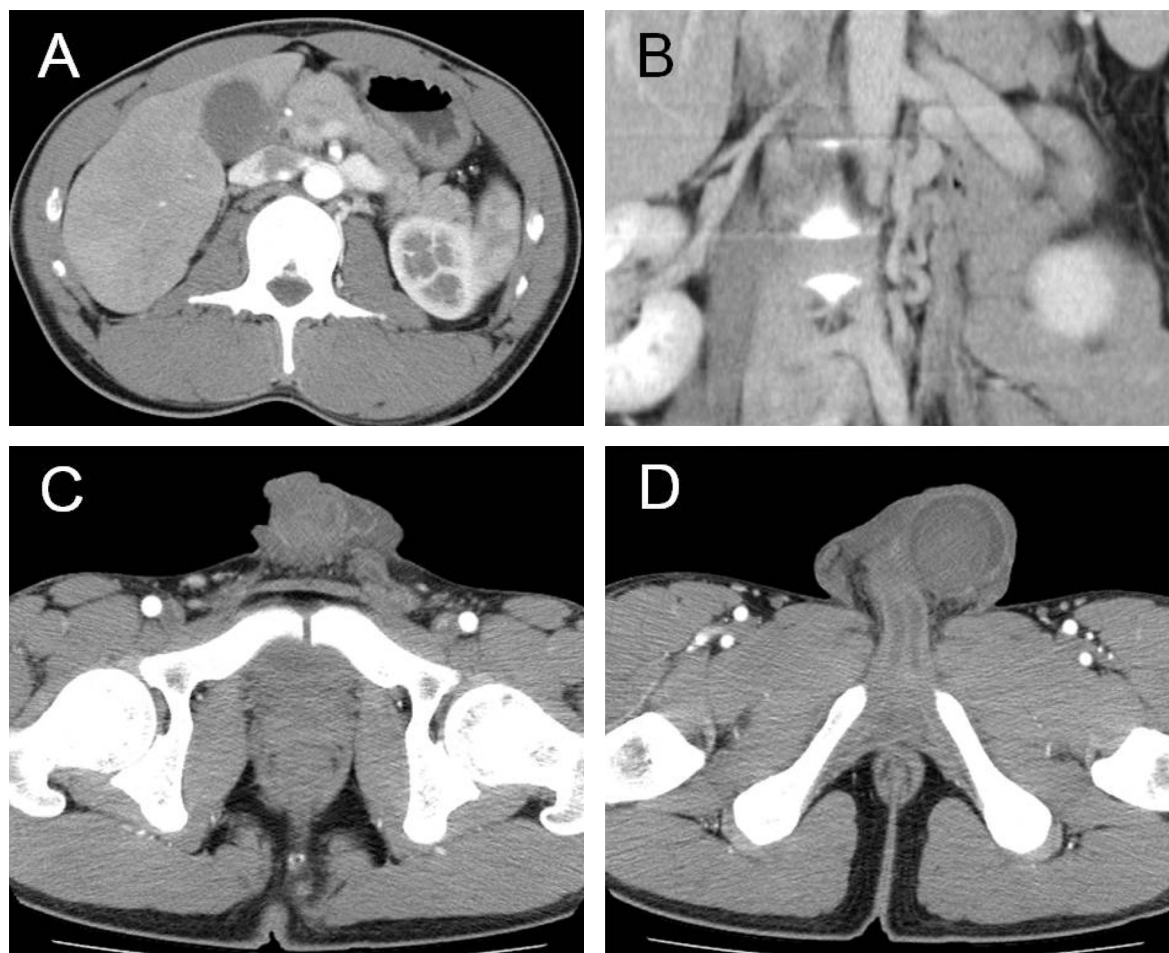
(A) Dilated left renal vein, (B) dilated left gonadal vein, (C) swollen left spermatic cord, and (D) fluid collection around the left testis were revealed by computed tomography.
